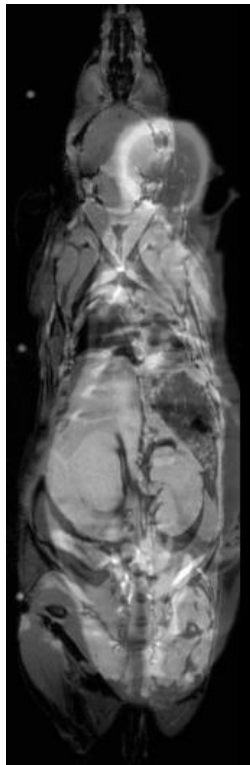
Visão coronal da sobreposição dos dados CT e MRI.
